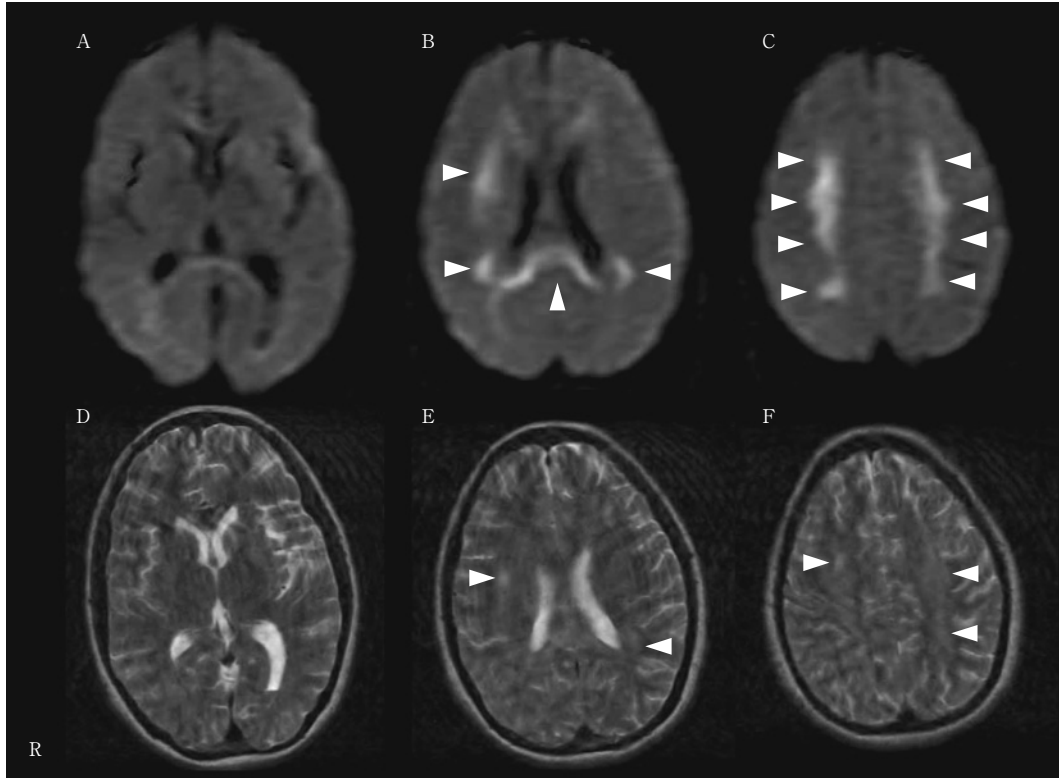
MRI 10 days after the injury. Toshiba 1.5-Tesla Excelart.
